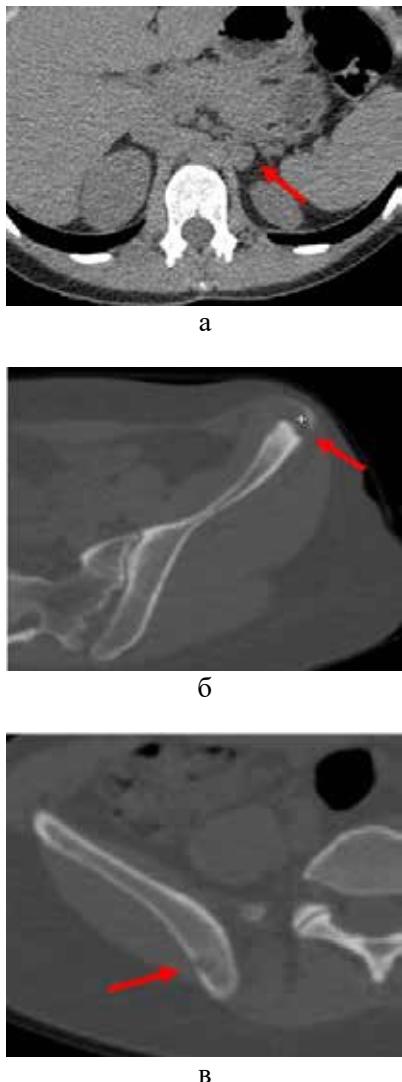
Больная Б., 40 лет. СКТ органов брюшной полости (а) и органов малого таза (б, в). На аксиальной проекции (а) в медиальной ножке левого надпочечника определяется мягкотканное образование размером 16x13 мм, однородной плотности. На аксиальных КТ проекциях (б, в) в крыле подвздошной кости слева и в теле подвздошной кости справа определяются очаги лизической деструкции с мягкотканным компонентом
